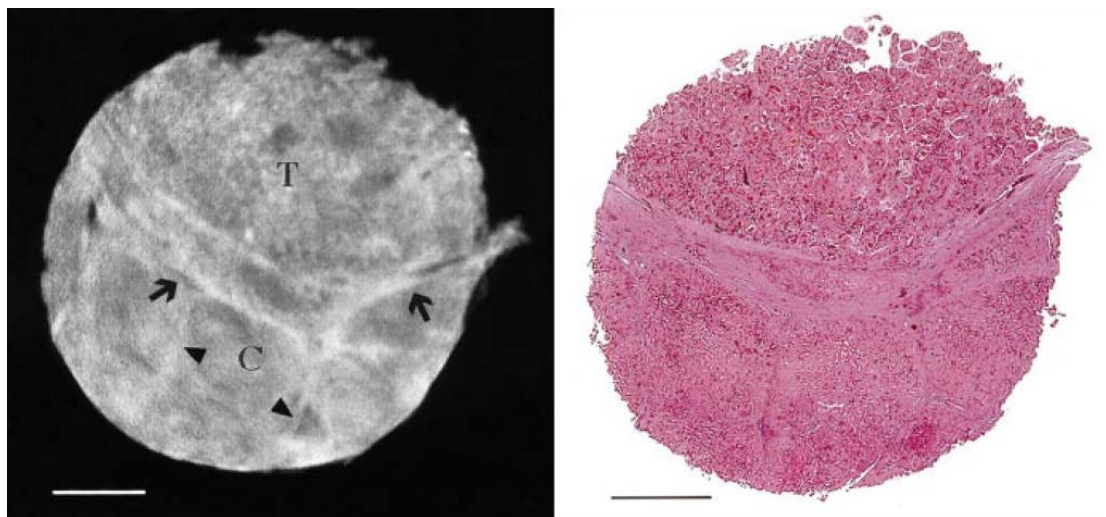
Phase-contrast CT of the hepatocellular carcinoma:
